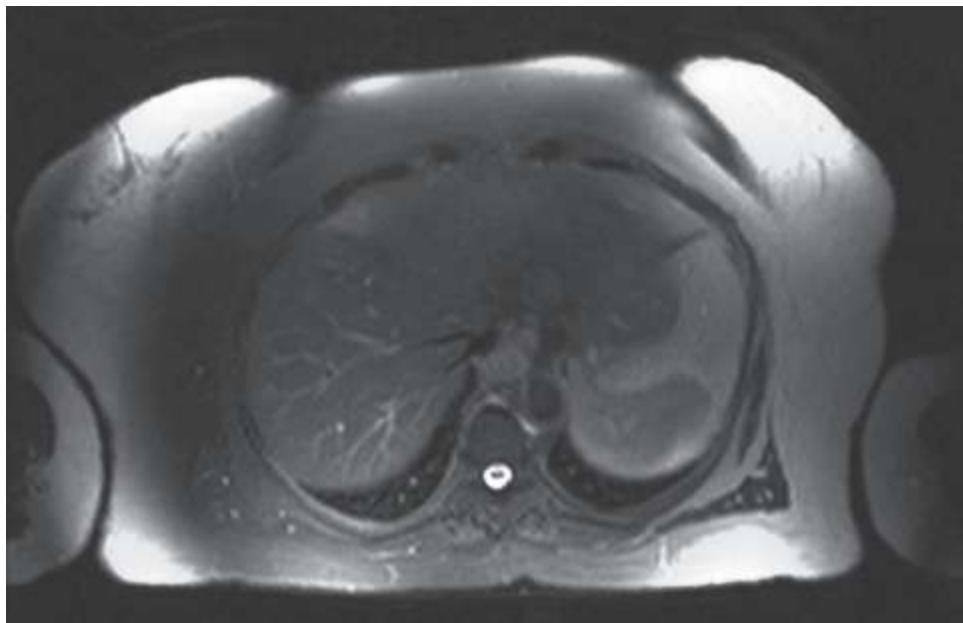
Imagem axial de ressonância magnética ponderada em T2 demonstrando heterogeneidade de saturação do sinal da gordura por abundância do tecido celular subcutâneo.
